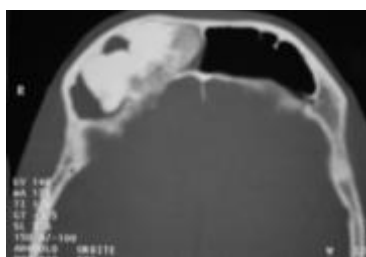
TDM du massif facial en coupe axiale : ostéome frontal droit.
